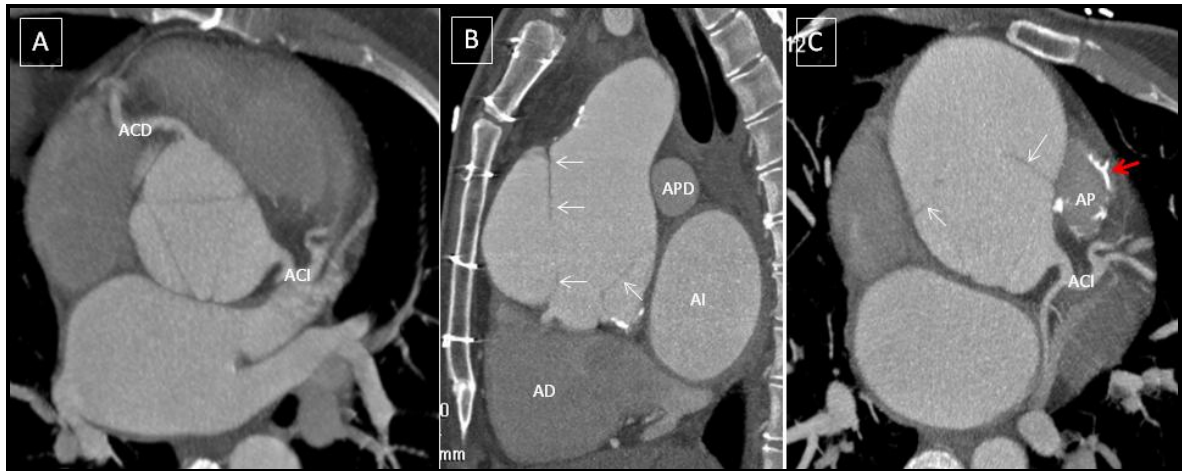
Paciente de 30 años de edad con corrección tipo Ross en la infancia (sustitución de Ao ascendente nativa por AP e interposición de tubo protésico entre VD y AP). Aneurisma gigante (>9 cm de diámetro) de la neoaorta, con flap intimal de disección (flechas blancas). Interesa descartar afectación de senos y ostiums coronarios para plantear cirugía de Ao ascendente. A. Plano valvular axial oblicuo MIP, origen de ambas coronarias sin aparente afectación por flap intimal. B. MIP sagital oblicuo con flap de disección en aneurisma de aorta ascendente. C. MIP axial oblicuo. ACI indemne, tubo VD-AP con pared calcificada (flecha roja), no contrastado por ser una TC dirigida a estudio coronario en fase arterial pura.
